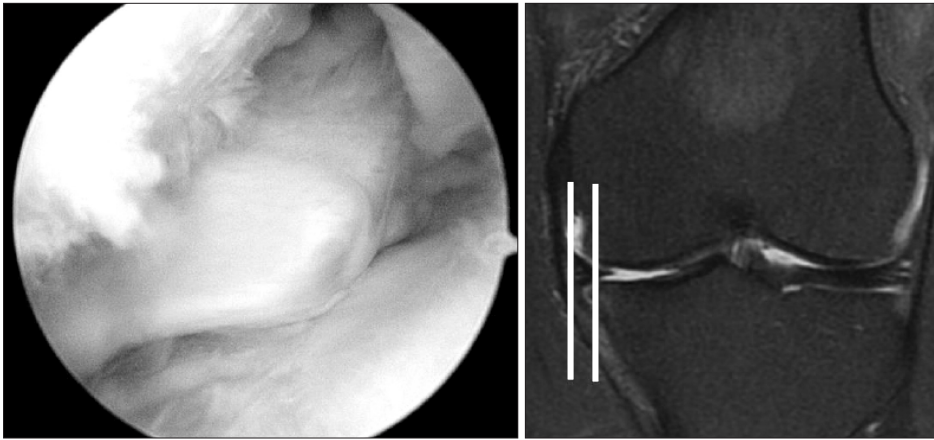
Coronal T2-weighted image showing medial meniscus extrusion with left arthroscopic panel.
